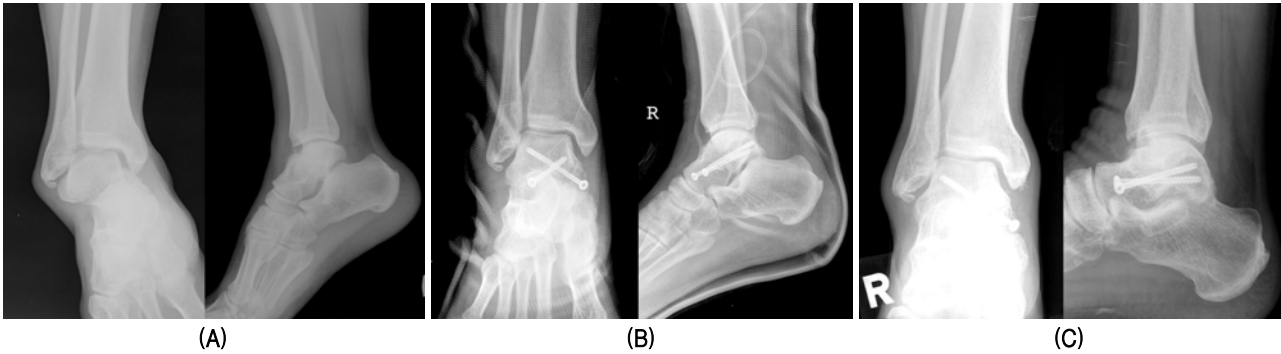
30 year-old male patient. (A) The initial radiograms show Hawkins type II talar neck. (B) Post-operative radiographs show the fracture site fixed by open reduction and cannulated screw fixation. (C) The 13 months follow-up radiographs show bony union without degenerative change.
